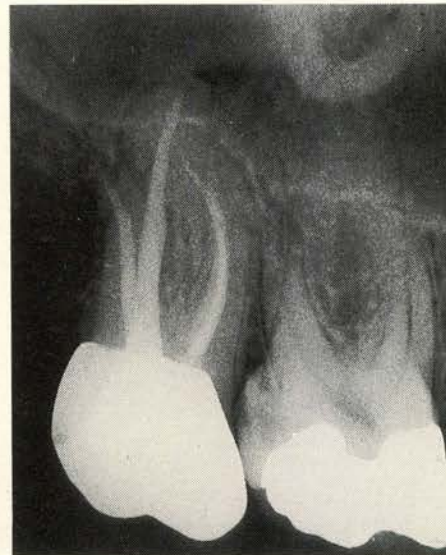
Röntgenfoto van het gebied met de pijnklacht.
